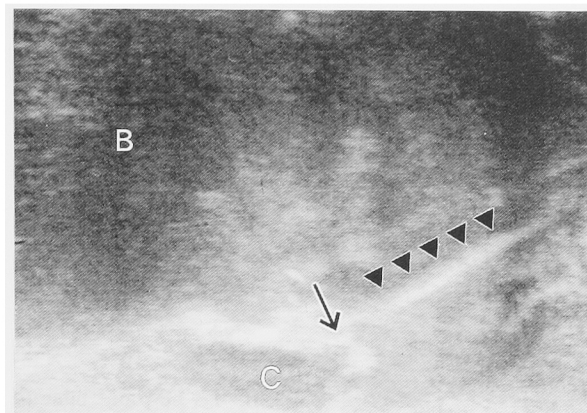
Transrectal ultrasonographically guided unroofing of müllerian duct cyst (Patient No. 2). Sagittal sonography confirms location of knife electrode (arrow), resectoscope (arrow heads) and müllerian duct cyst (C). B: urinary bladder.
